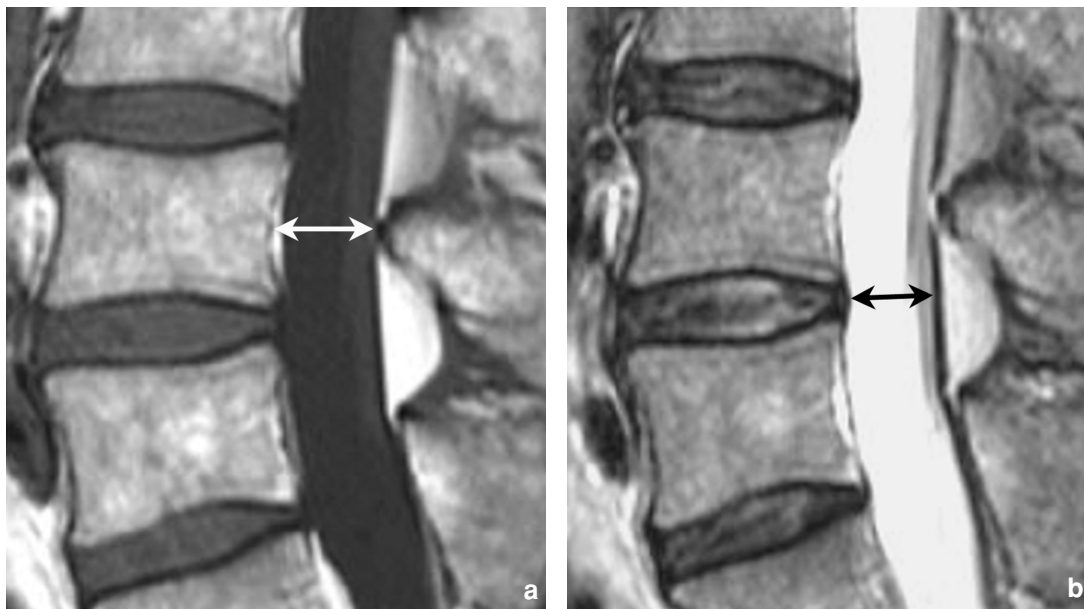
Repères utilisés par les mesures du canal osseux et du sac dural, sur des coupes en IRM pondérées T1 et T2 : tant pour la mesure du canal osseux sur la coupe en T1 (a) que pour la mesure du sac dural sur la coupe en T2 (b), les mesures peuvent être effectuées “de noir à noir” (flèches), depuis le bord postérieur du corps vertébral jusqu’au versant antérieur de la jonction des lames pour le canal osseux, et du versant antérieur au versant postérieur de la colonne liquidienne et radiculaire pour le sac dural. La ligne noire située juste en arrière du sac dural correspond à un artéfact de déplacement chimique et ne doit pas être prise en compte.
